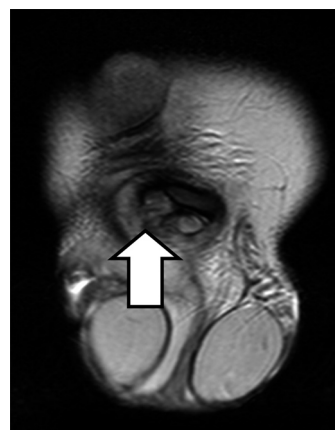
Axial T1-weighted MR image demonstrates discontinuity of the low-signal-intensity tunica albuginea (arrow).
